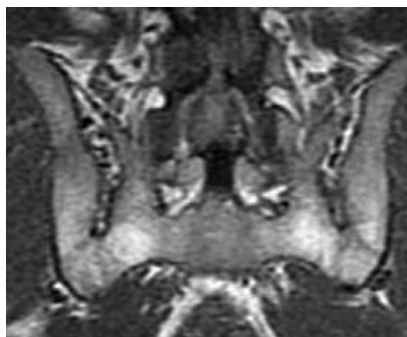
МР-томограмма КРС в полукоорональной проекции (режим SE T1). Двусторонний хронический сакроилиит. Полный костный анкилоз в задних отделах обоих КРС (слияние крестца и подвздошных костей в единый костный массив)
